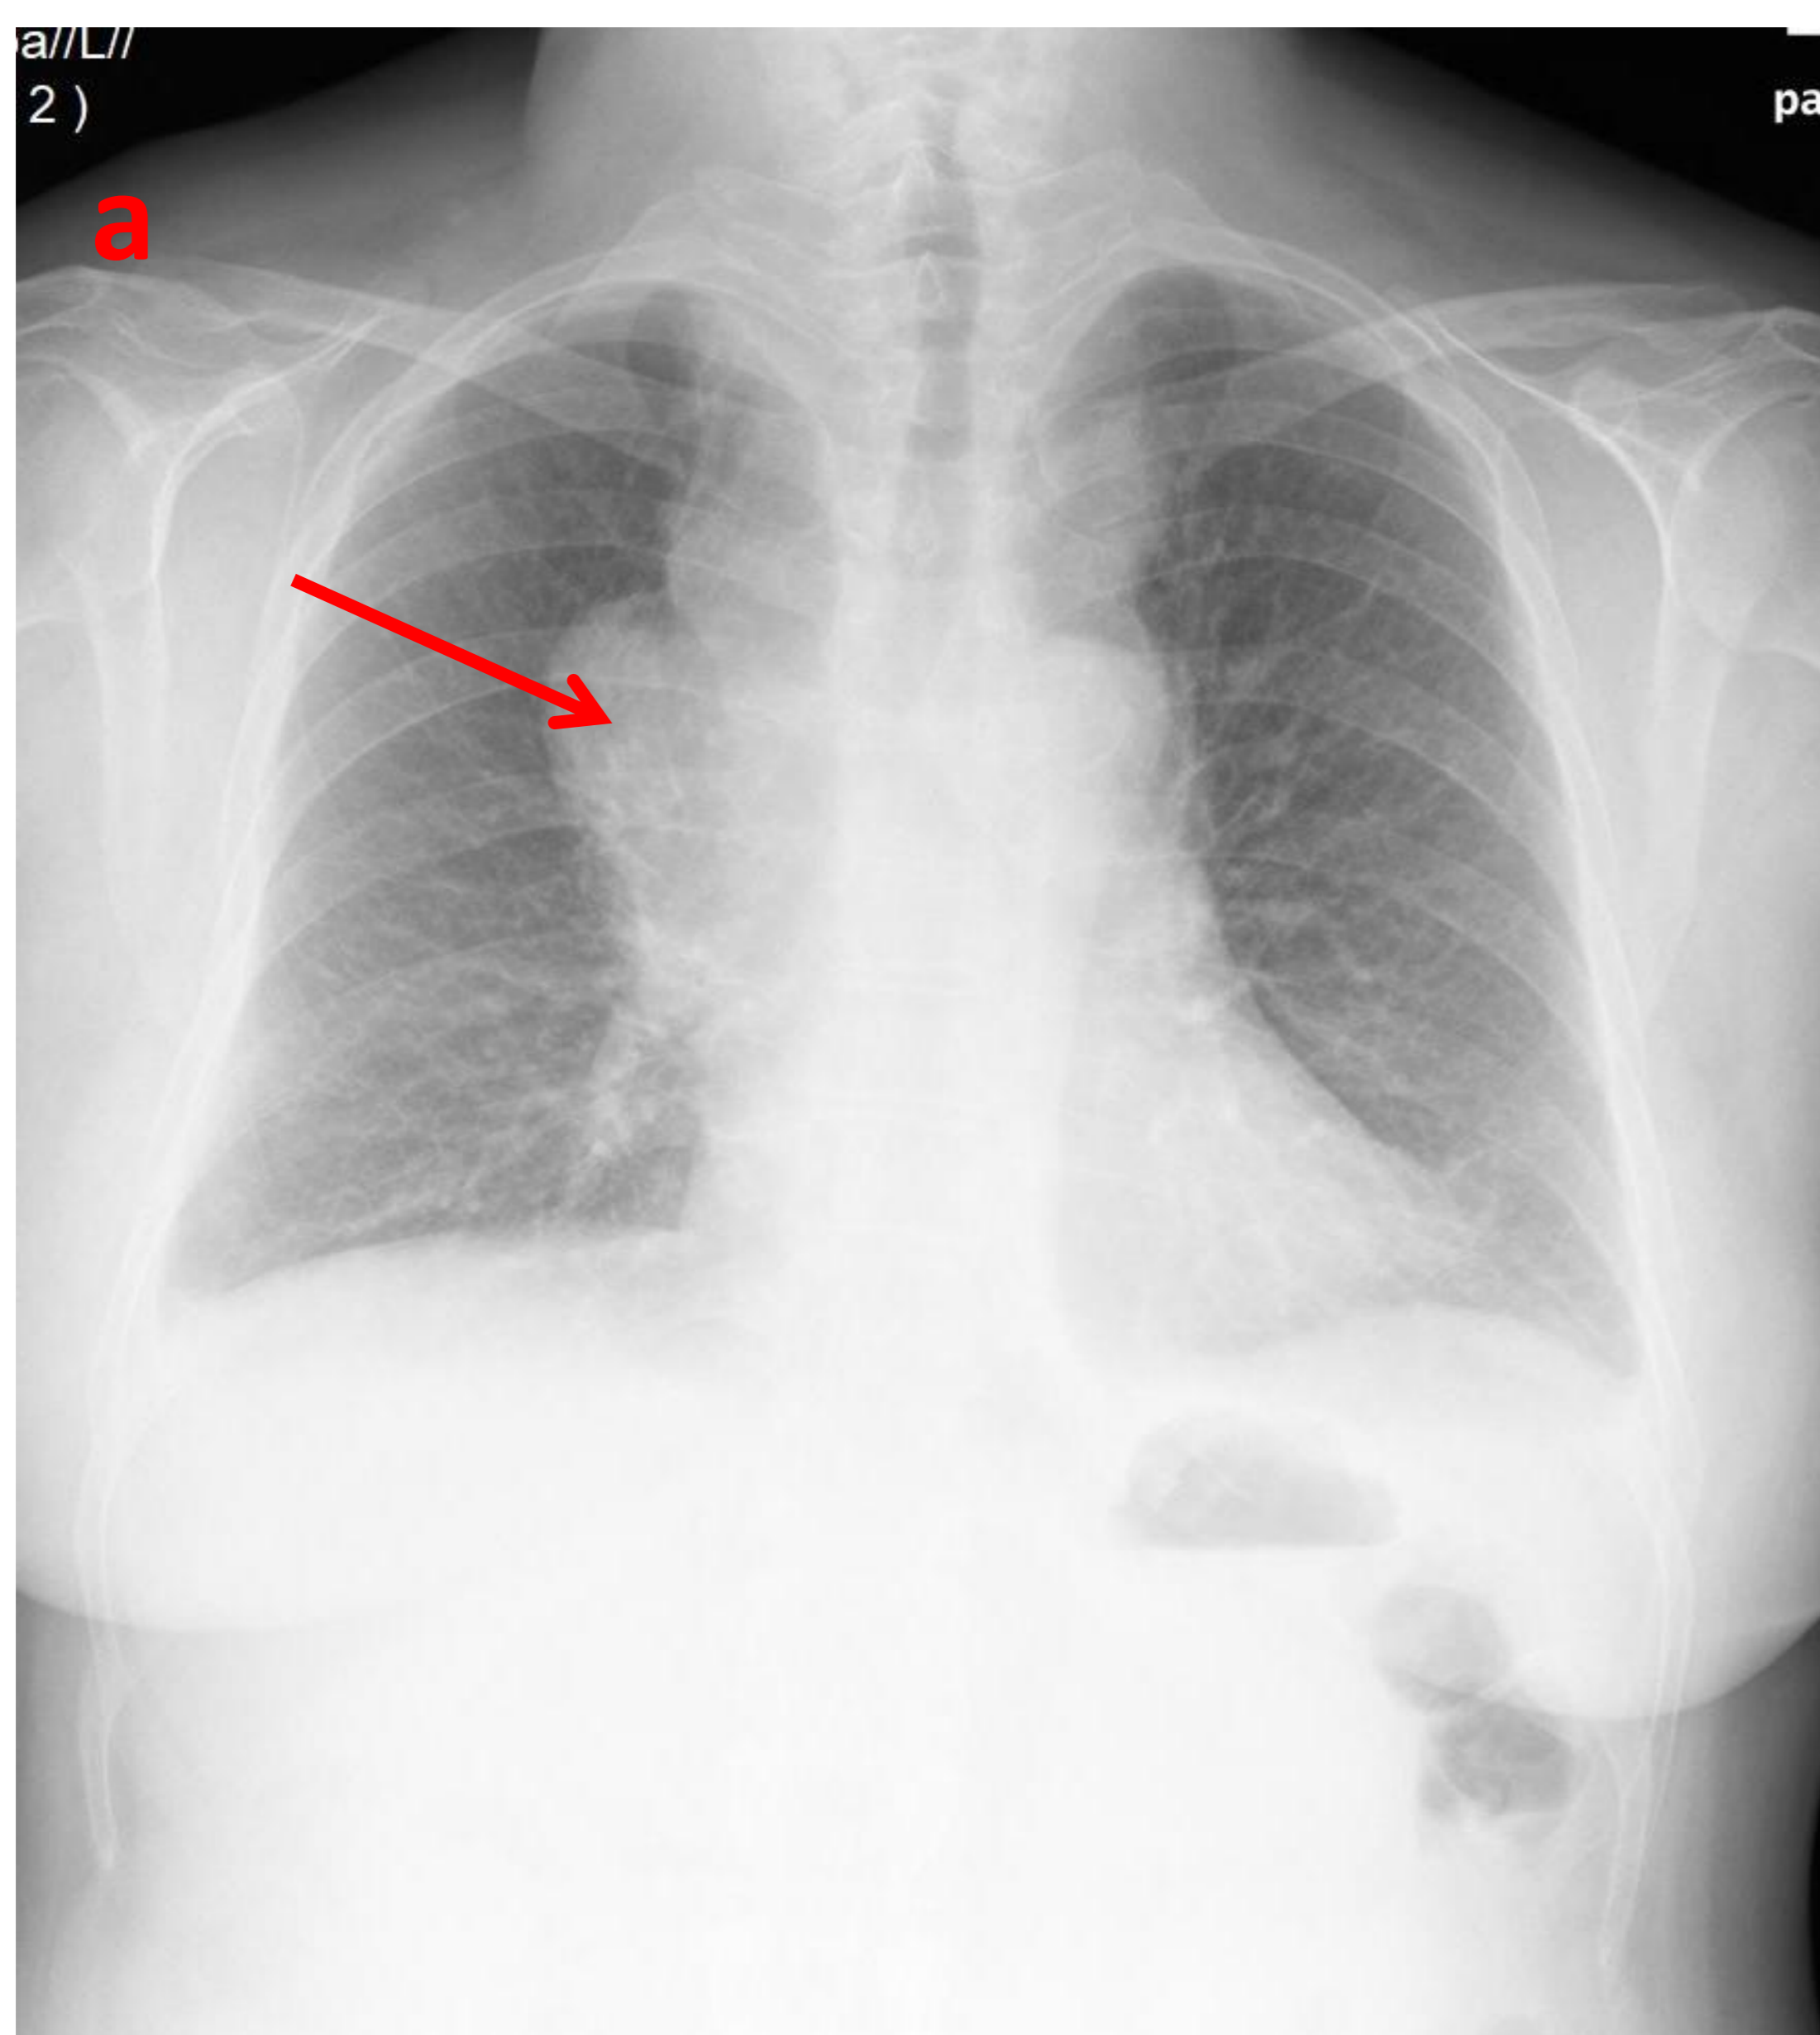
(a) Rx de tórax posteroanterior donde se observa un importante ensanchamiento mediastínico (flecha roja). Se completa el estudio con TC (b) que muestra una masa en mediastino anterior (flecha roja), que se acompaña de conglomerados adenopáticos pretraqueales (flechas azules). Se trataba en este caso de un linfoma de Hodgkin.
